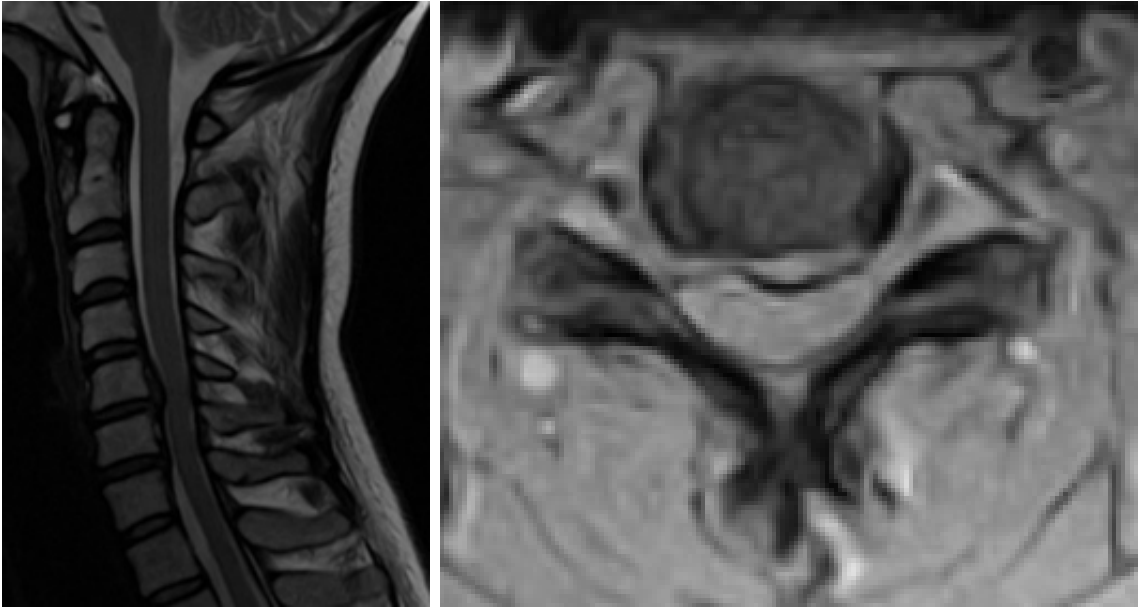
IRM sagittale préopératoire
